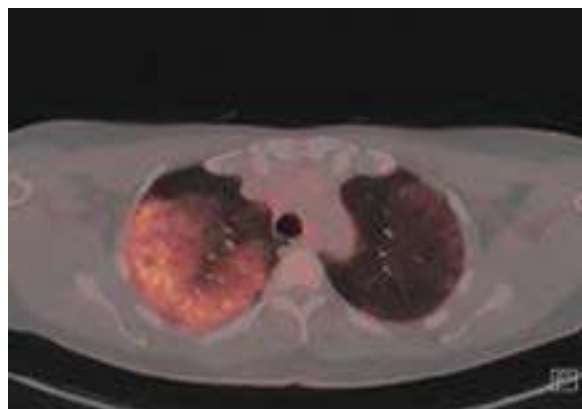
PET TAC de SHE.
